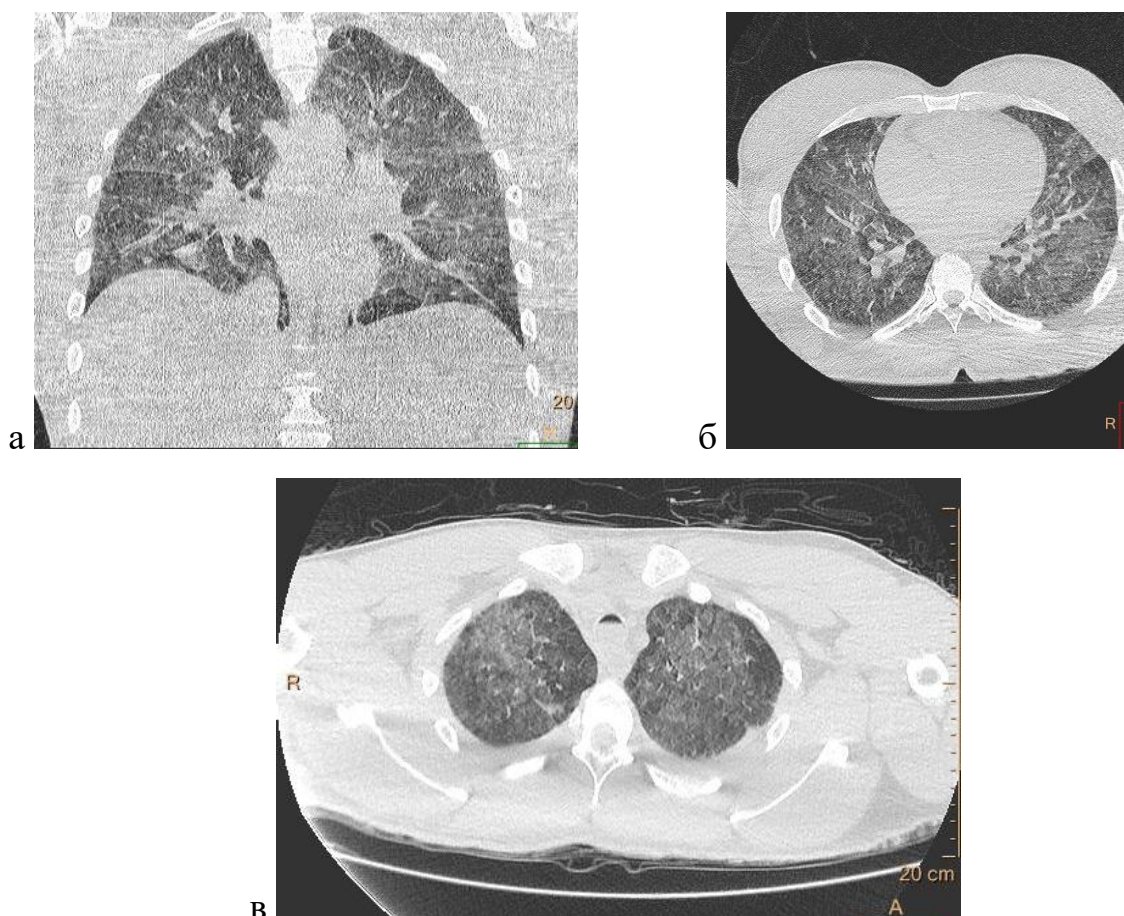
а, б, в - Изменения в легких. Посмертное КТ-исследование
